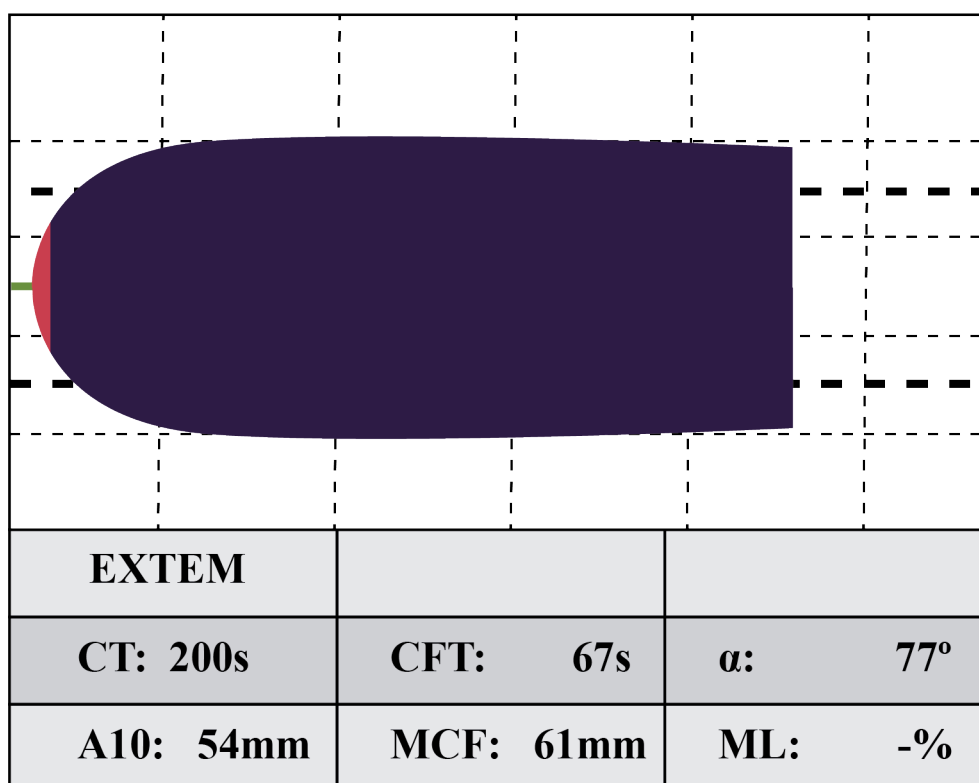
Exemplo de resultado do teste EXTEM. Fonte: autoral, adaptado de Calatzis *et al*<sup>72</sup>. CT (expresso em segundos) = Tempo de Coagulação: se refere à formação de trombina, tempo desde a ativação até uma amplitude de 2mm;  $\alpha$  (expresso em  $^{\circ}$ ) = definido como ângulo entre a linha de base e a tangente da curva de coagulação na amplitude de 2mm; CFT (expresso em segundos) = Tempo de Formação do Coágulo: refere-se à dinâmica da formação de fibrina, intervalo entre a amplitude de 2mm e a de 20mm; A10 = amplitude do gráfico aos 10 minutos; MCF (expressa em mm) = Firmeza Máxima do Coágulo: refere-se à máxima amplitude do gráfico, proporcional à quantidade de fibrinogênio e plaquetas; ML (expressa em %) = Lise Máxima: representa o percentual de redução da amplitude do coágulo após a iniciação da fibrinólise.
